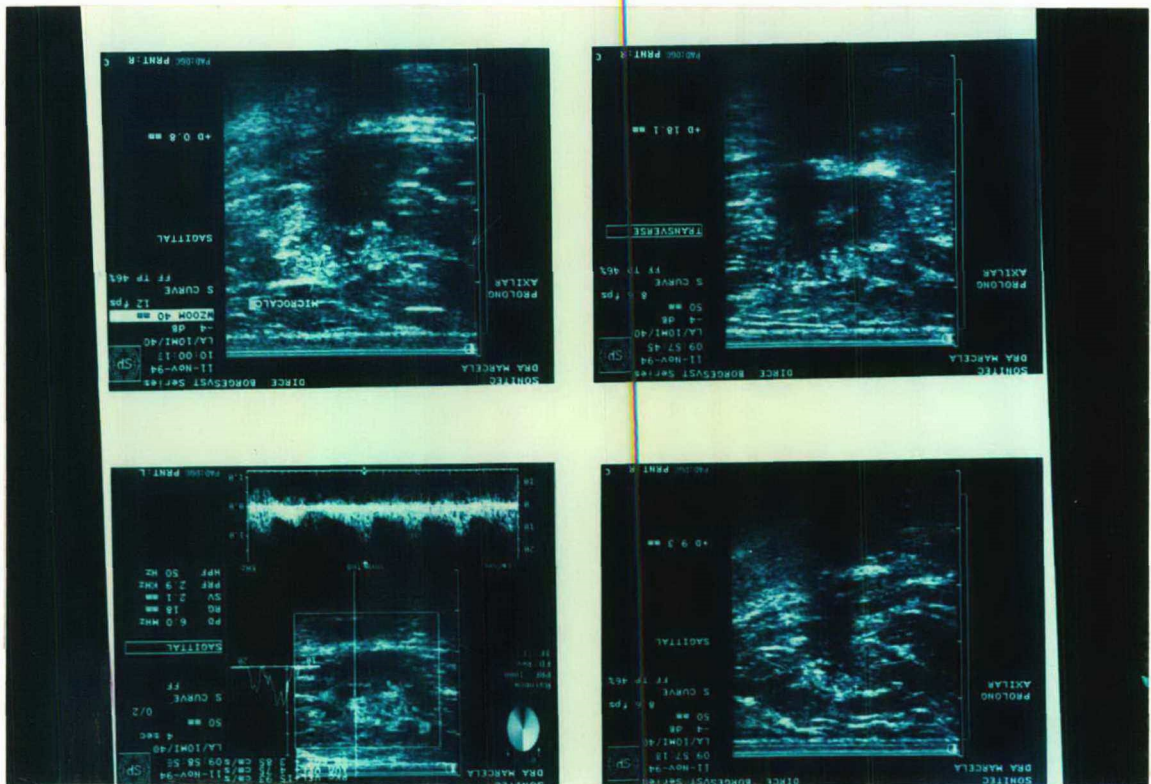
Ultrassonografia de 11. 11. 94.
